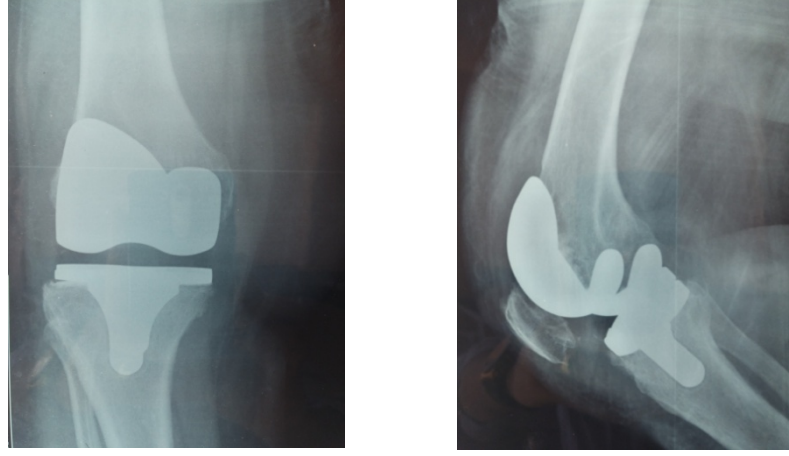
65 yaşında, bayan hasta. 02/2008 te primer protez yapılan hastanın spacer öncesi grafisi
